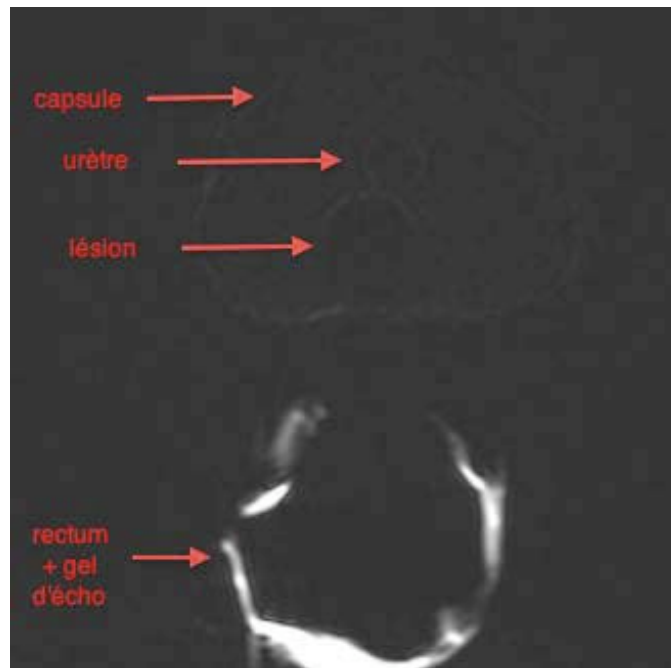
Coupe axiale du fantôme définitif, séquence T2 (IRM 1.5T) : distinction des différentes structures.
